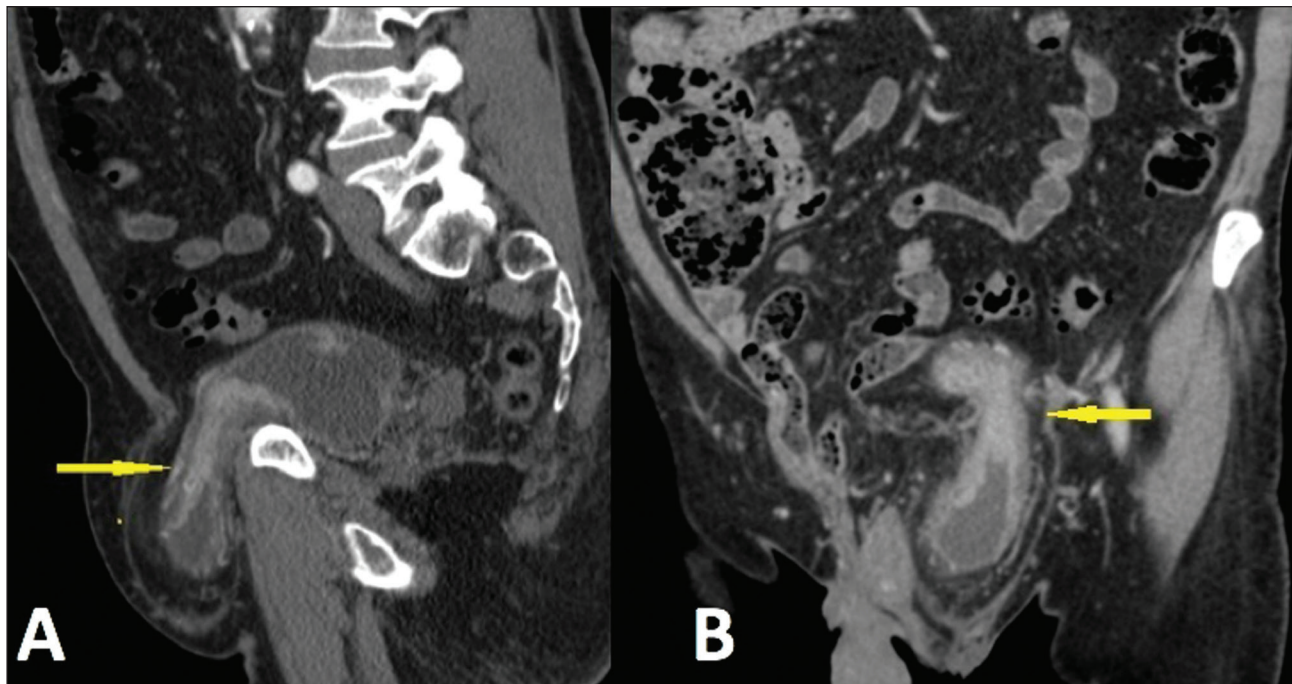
Tomografia computadorizada sagital (A) e coronal (B) fase arterial mostra herniação inguinal esquerda da bexiga. Há espessamento parietal irregular e hipervascularizado vesical, que provou ser um carcinoma urotelial.
